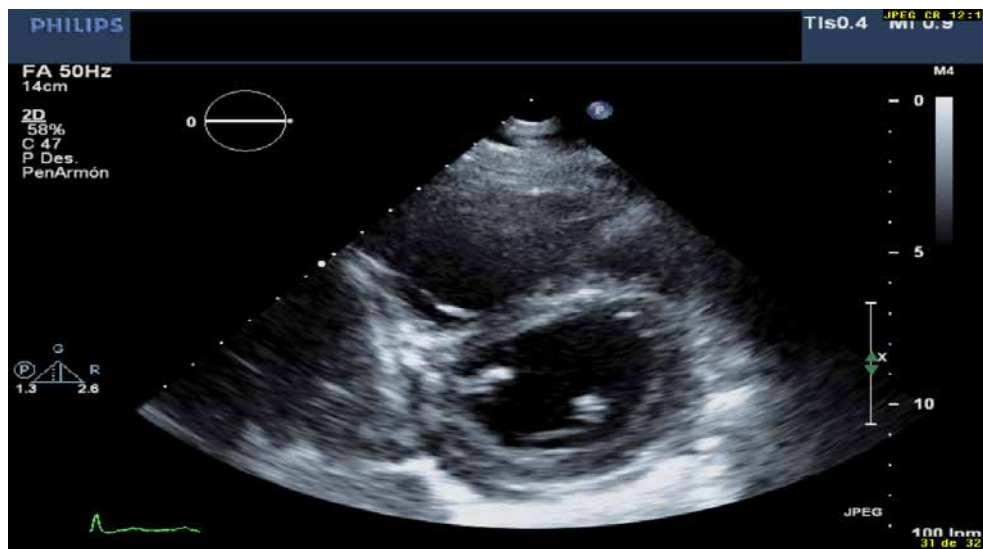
Plano paraesternal eje corto de ecocardiografía transtorácica que muestra un ventrículo derecho dilatado, aplanamiento del septo interventricular y derrame pericárdico ligero.
